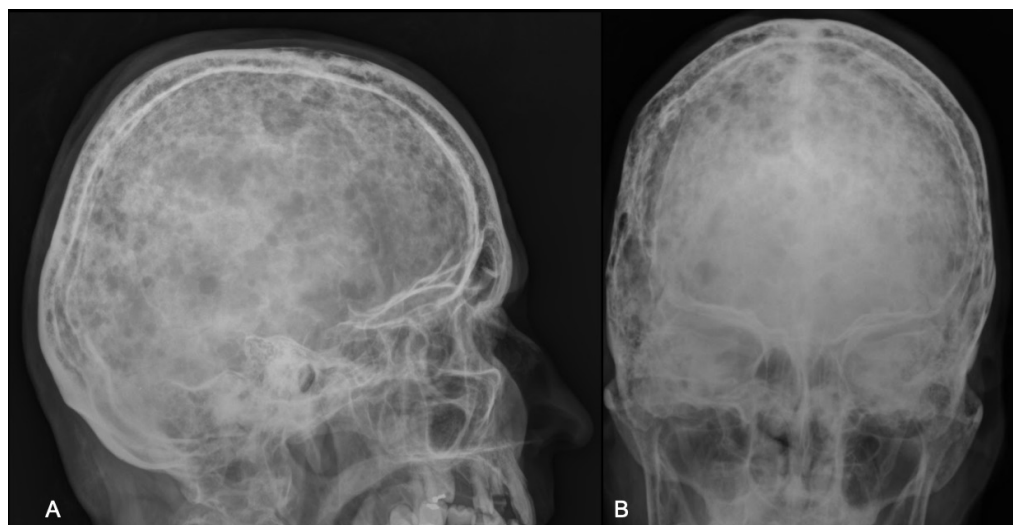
Radiografias de crânio em anteroposterior e lateral mostrando múltiplas lesões líticas em um paciente com mieloma múltiplo.
